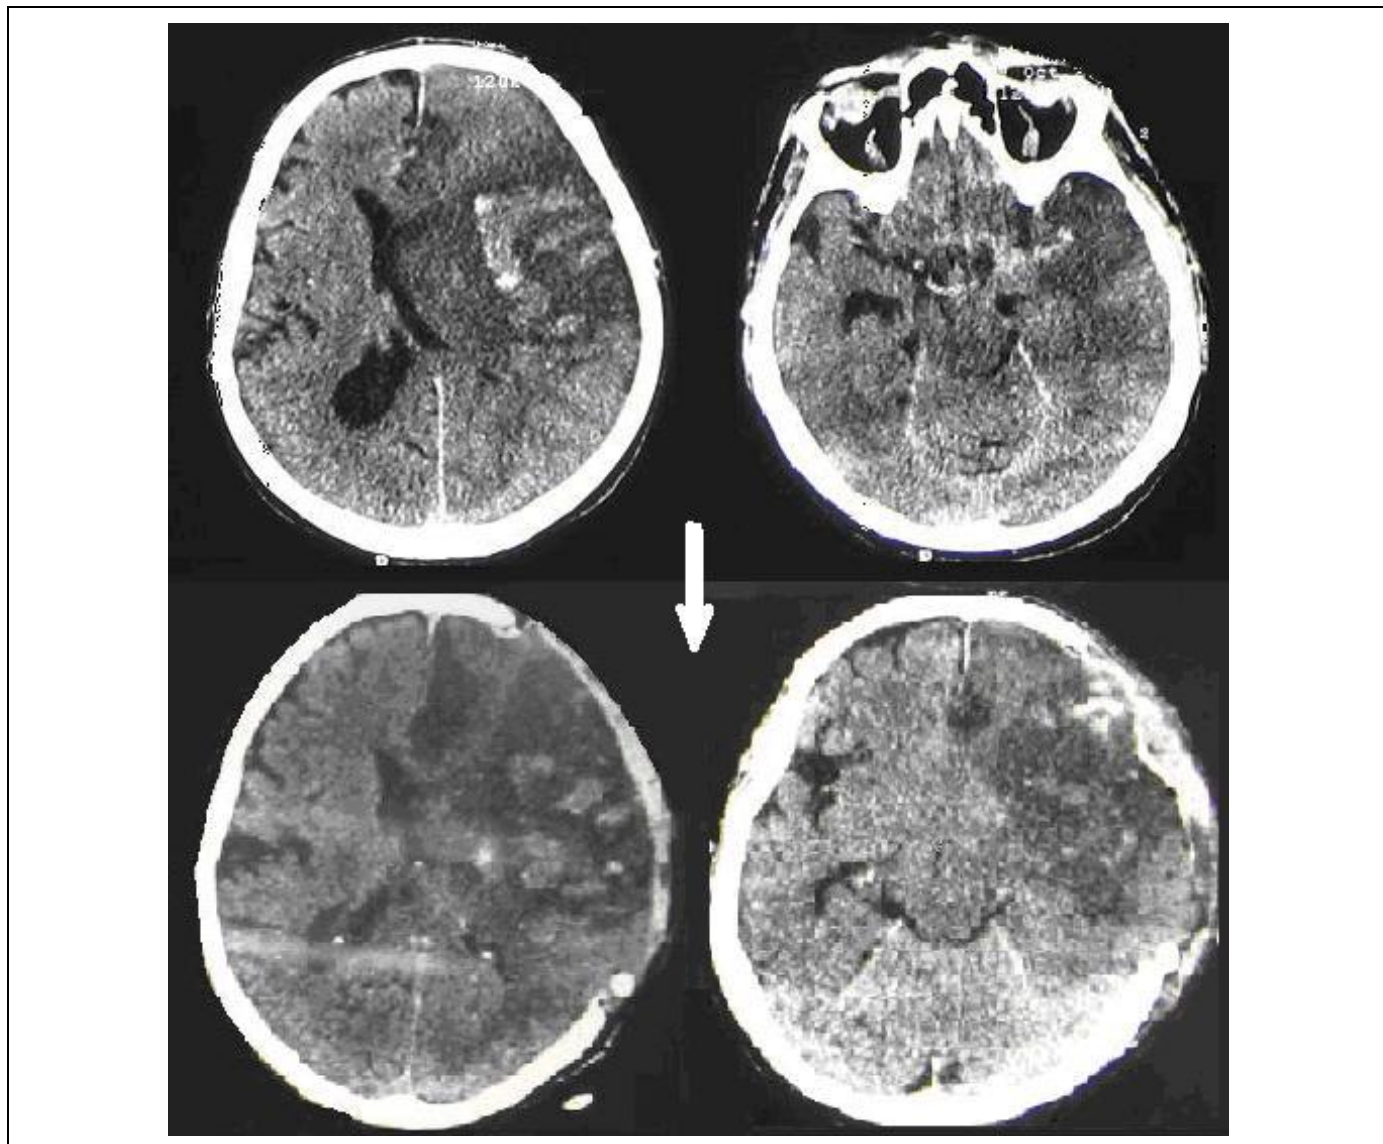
КТ головного мозга. Аксиальная проекция. Больной С., 68 лет.
